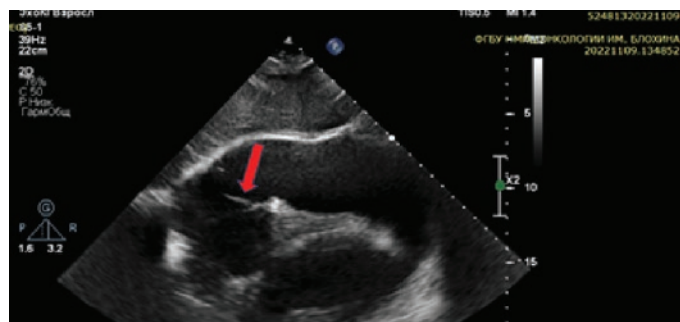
Размер выпота по данным 2D-эхокардиографии [Адаптировано из Klein et al.]. Выпот указан стрелкой. Парастеральная позиция по длинной и короткой осям. При этом незначительное количество выпота в области коронарного синуса может соответствовать норме, либо небольшому перикардиальному выпоту.
